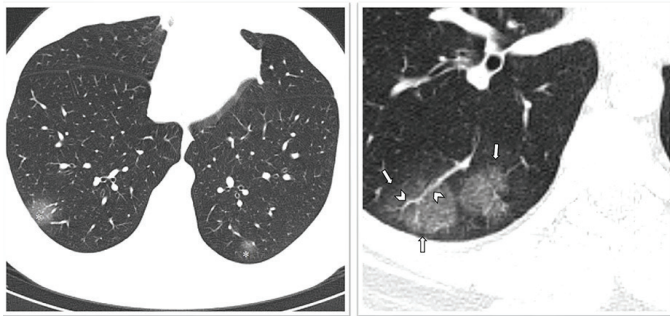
The CT findings of patients with COVID-19. On the left, round ground-glass opacities involving bilateral lower lobes and peripheral site of the lung are shown (asterisk). On the right, in the right lower lobe, peripherally located two adjacent round ground-glass opacities (arrows) and striking vascular enlargements (arrowheads) accompanied to lesions are demonstrated
